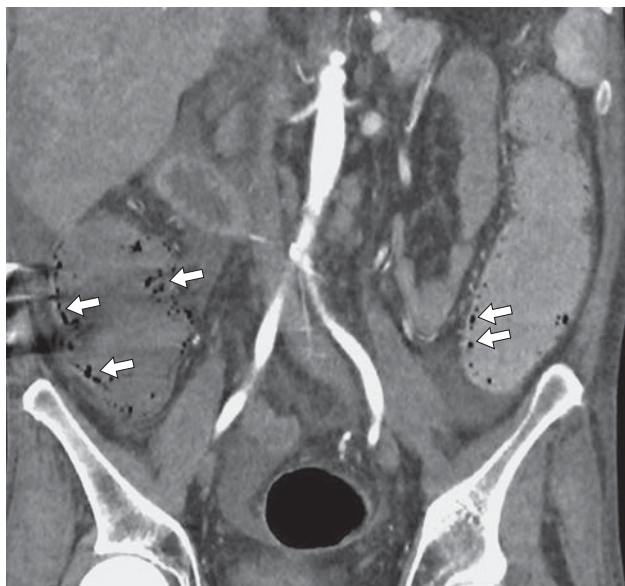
Пациент М., 42 года. Компьютерная томограмма брюшной полости. Артериальная фаза контрастного усиления. Коронарная проекция. В стенках расширенных правой и левой половинах ободочной кишки определяются многочисленные пузырьки газа (белые стрелки).
